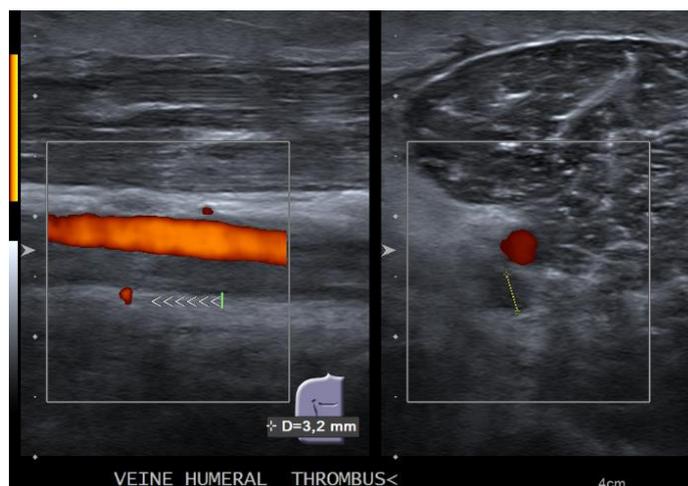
échodoppler veineux du membre supérieur gauche montrant un thrombus de la veine humérale
